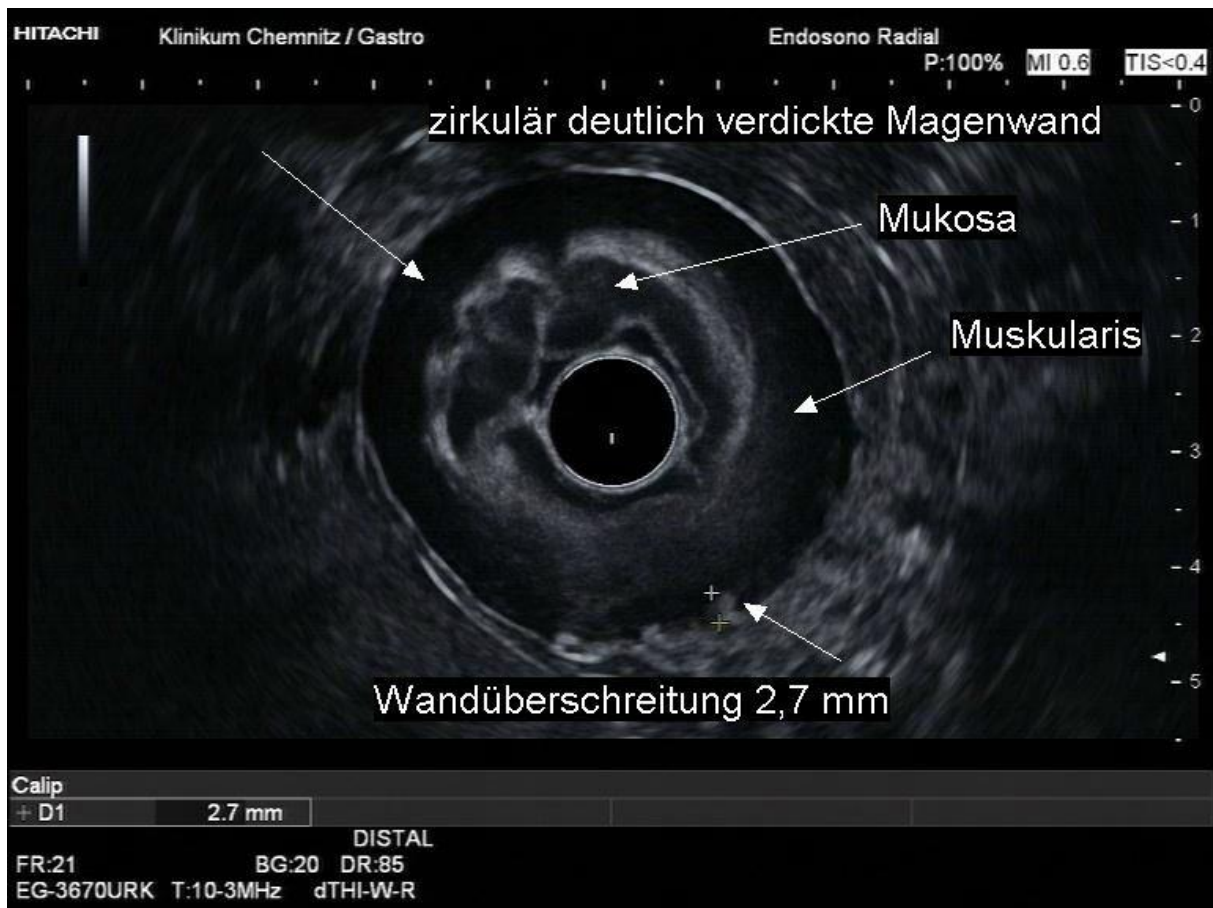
endosonographisch T3-Magenkarzinom mit Ausläufer jenseits der Muskularis kürzer als 4mm. Man beachte die Abgrenzung der einzelnen Schichten. Diese Pseudoschichtung ist regelmäßig beim Siegelringkarzinom zu beobachten.
